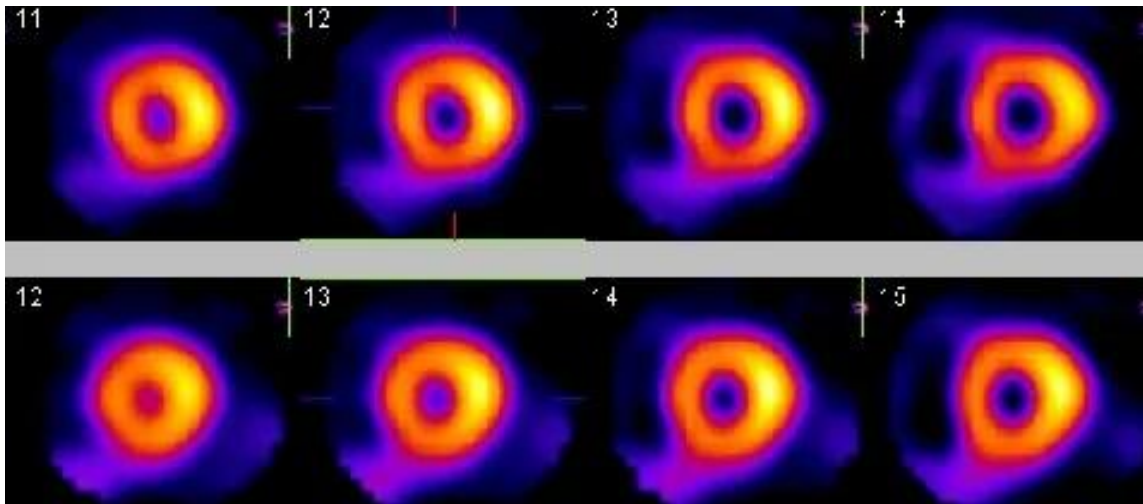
Vistas del eje corto de un SPECT de perfusión miocárdica realizado con ^{99m}Tc -MIBI que muestran la distribución uniforme de un estudio normal
